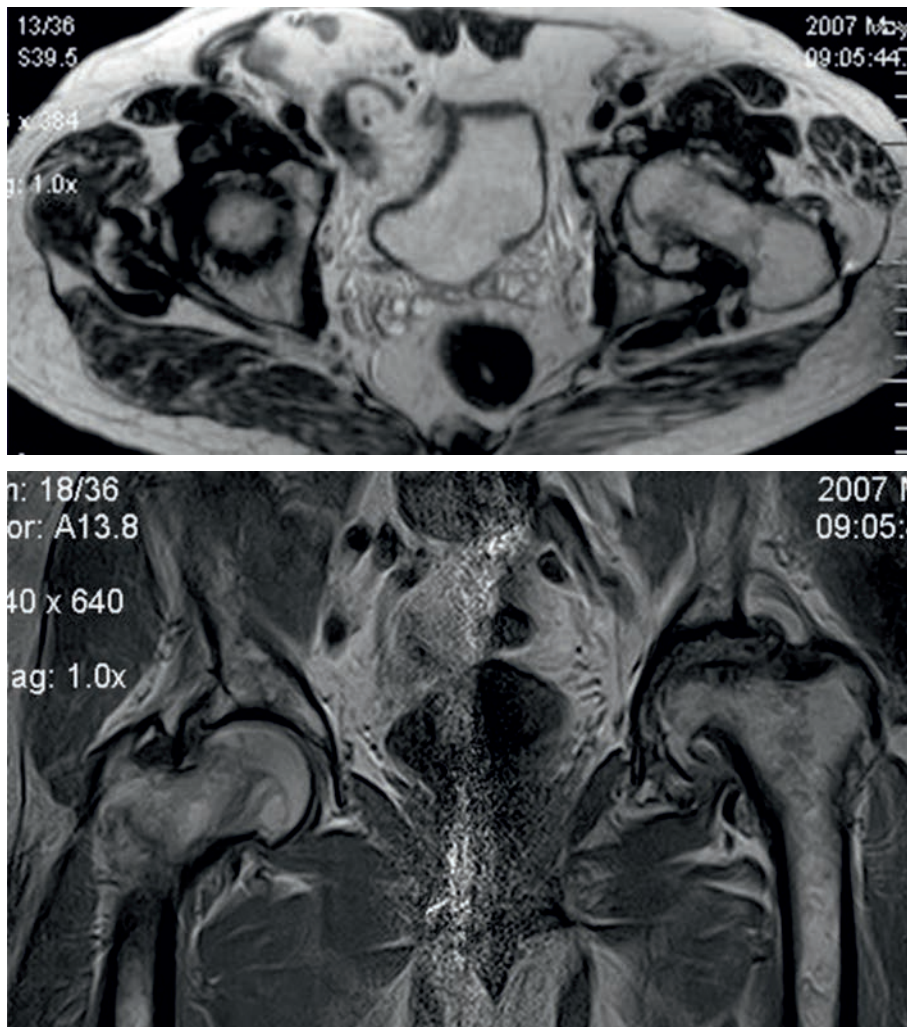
Пациент 68 лет. На МР-томограммах в T2 и PD ВИ определяется грибовидная деформация головки левой бедренной кости с кистовидной перестройкой костной ткани и смещением ее вверх по типу подвывиха за счет уплощения вертлужной впадины. Асептический некроз головки левой бедренной кости V стадии
